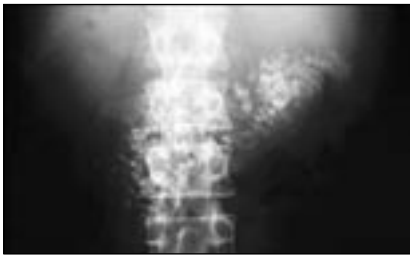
Больной В., 40 лет. Обзорная рентгенограмма живота в косой и прямой проекциях. Обызвествление паренхимы поджелудочной железы.
